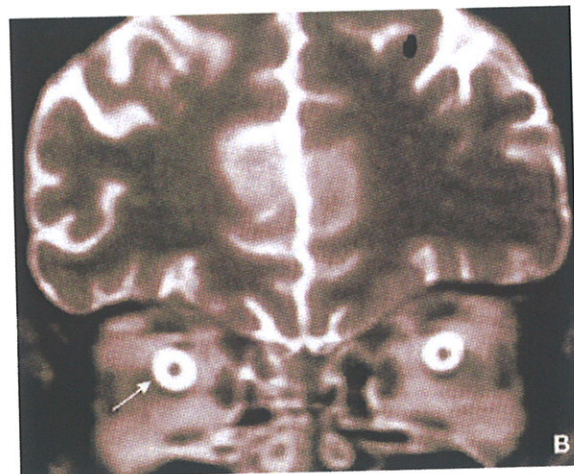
Coupe coronale au niveau des nerf optiques d'une IRM cérébrale montrant une dilatation des espaces liquidiens périoptiques*
